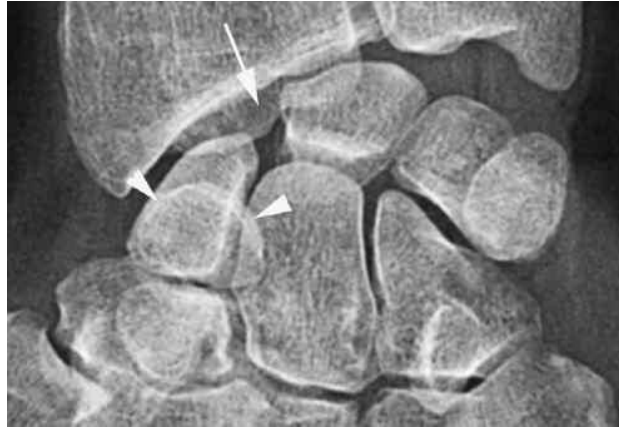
radiographie de face. Instabilité scapholunaire statique avec flexion du scaphoïde et signe de l'anneau (têtes de flèche), diastasis scapholunaire (flèche), extension du lunatum (dégagement de la corne antérieure volumineuse et carrée), rupture des arcs de Gilula, d'après (6).
